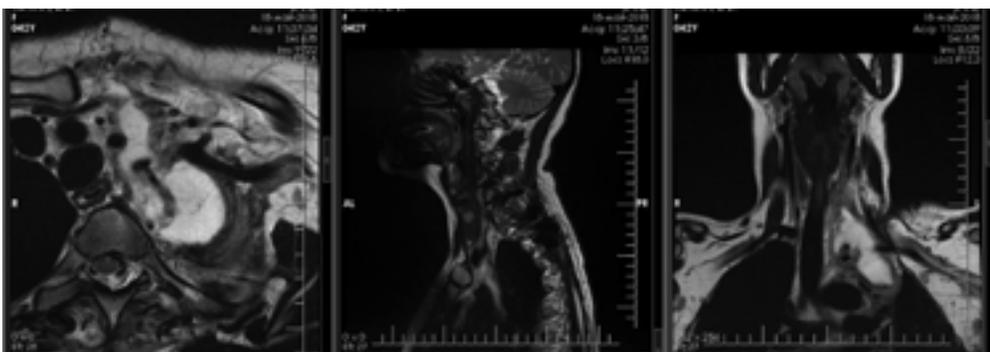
Контроль МРТ шейного отдела позвоночника после оперативного лечения (2018 г.)
